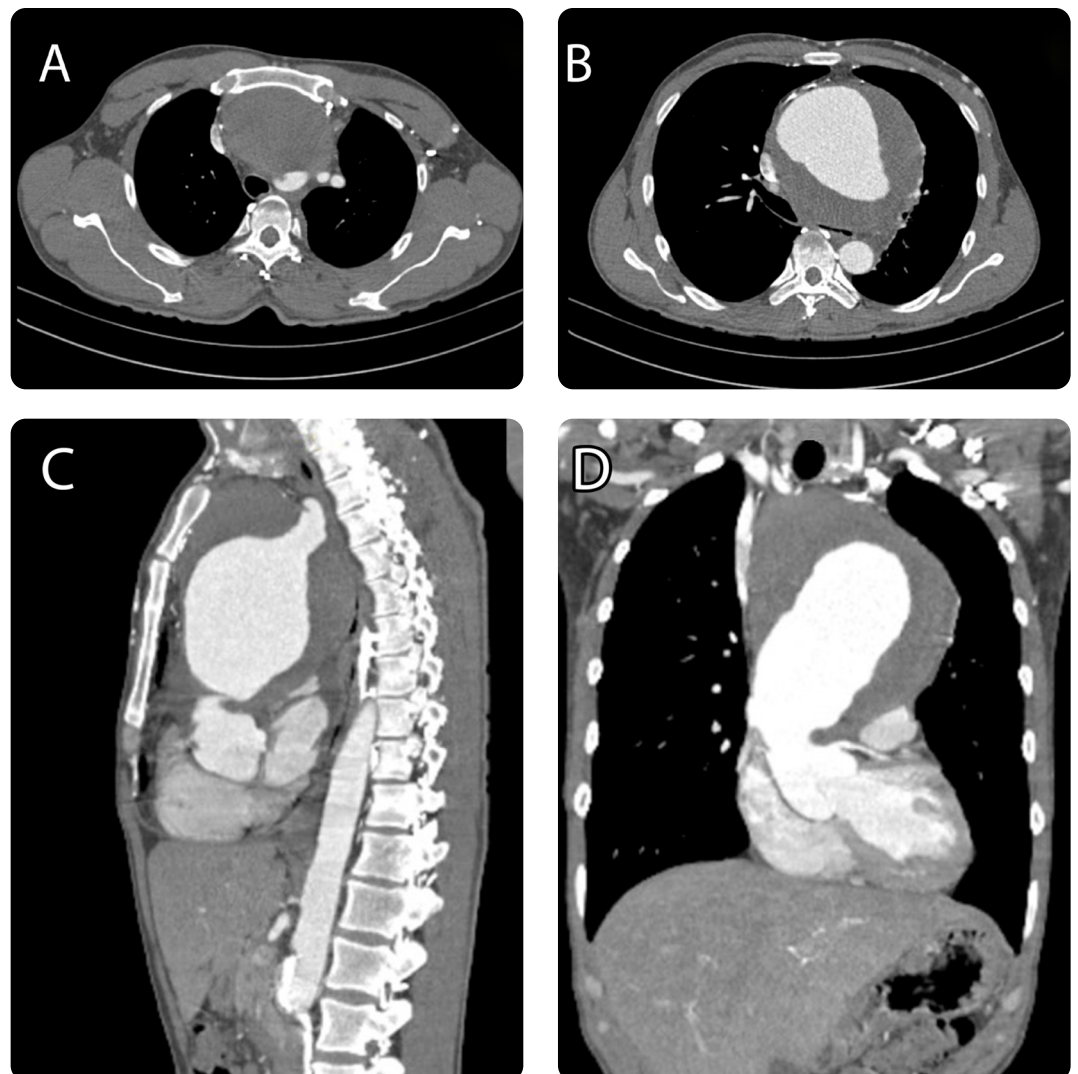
a). Corte axial de angio-TAC de aorta en el que se observa imagen de baja densidad por trombo en mediastino anterior, que desplaza hacia lateral la tráquea, el ángulo traqueoesofágico y los vasos supraaórticos. b) Trombo intramural rodeando la luz aórtica por su cara lateral izquierda. Aorta descendente de aspecto y diámetro habitual. c) Reconstrucción multiplanar de angio-TAC de aorta en plano sagital, se observan las relaciones del aneurisma con estructuras adyacentes y la emergencia de los troncos supraaórticos. d) Reconstrucción multiplanar de angio-TAC de aorta en plano coronal.
